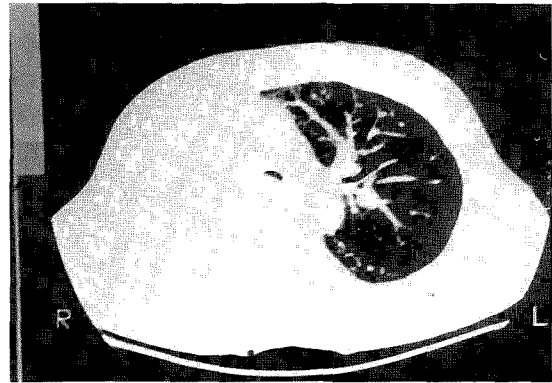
In the CT film, the parenchyma of the right lung is not visualized due to post-pneumonectomy state and soft tissue shadows are seen posterior to the trachea.
